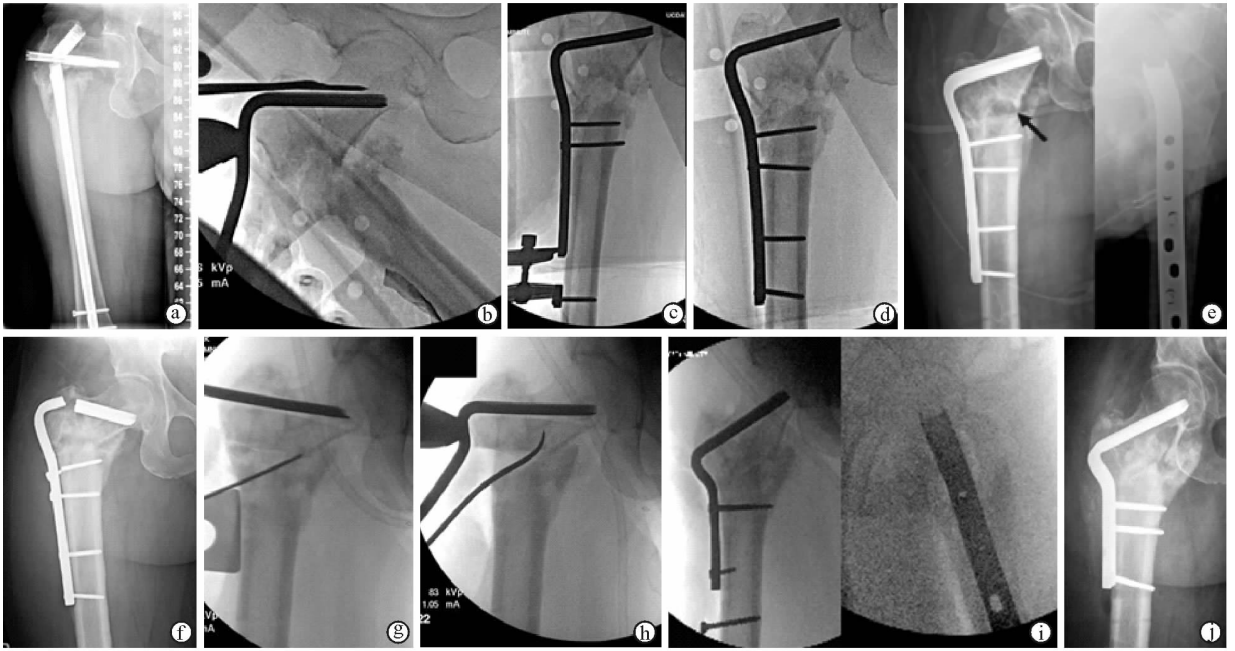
髓内钉断裂合并严重内翻畸形的翻修 a. X线片显示右髋部骨折髓内钉固定后髓内钉断裂,严重内翻畸形 b. 初次翻修术中透视影像显示钢板刃部插入股骨近端 c. 利用钢板复位骨干,用加压器实施骨端间加压 d. 初次翻修结束时透视影像,内侧未作处理 e. 术后复查X线片显示内侧缺少支撑(箭头) f. 初次翻修术后钢板刃部和近侧固定螺钉断裂 g. 再次翻修,置入导针拟行转子下外展截骨 h. 插入钢板刃部,利用钢板复位骨干 i. 术中透视影像显示复位和初步固定位置满意 j. 骨折愈合后X线片显示再次翻修的最后固定方式,注意内侧植骨后愈合情况
